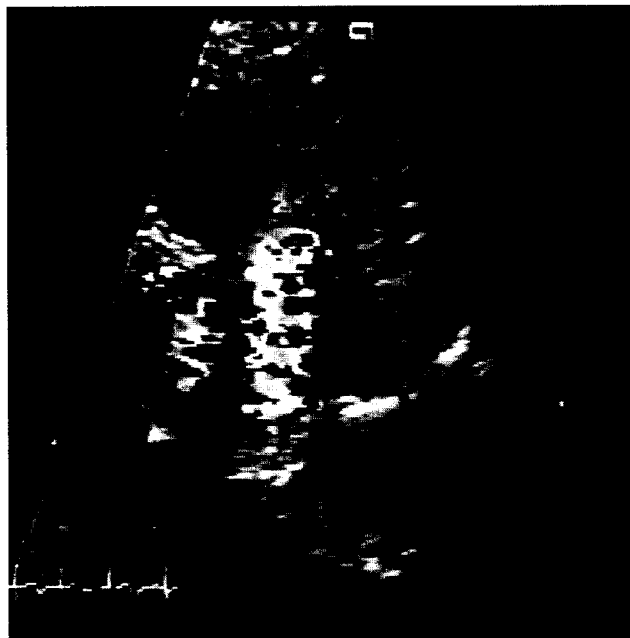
Postoperative color Doppler echocardiography shows the absence of blood flow through ductus arteriosus.
